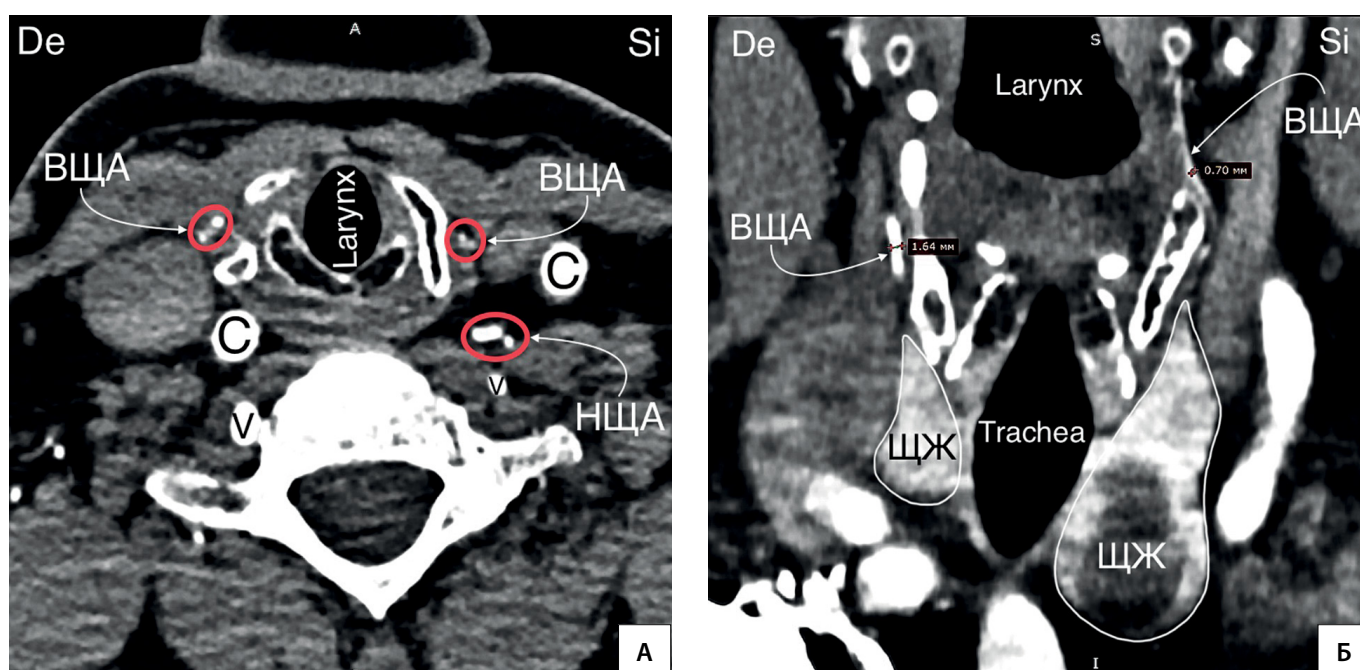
Агенезия правой НЩА. А — КТ-ангиография (горизонтальный срез). Правая НЩА не контрастируется. Правая ВЩА крупнее левой ВЩА. Б — КТ-ангиография (фронтальный срез). Правая ВЩА (1,6 мм) крупнее левой (0,7 мм). С — a. carotis communis; V — a. vertebralis; De — dextra; Si — sinistra.
